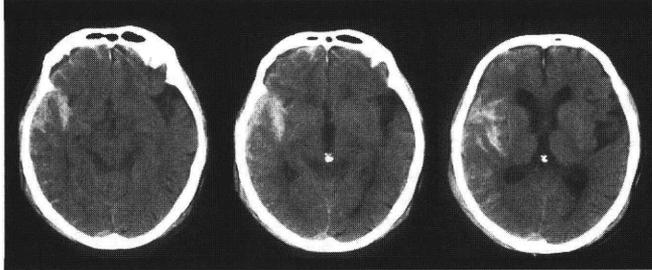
CT on admission showed traumatic subarachnoid hemorrhage and acute subdural hematoma.
